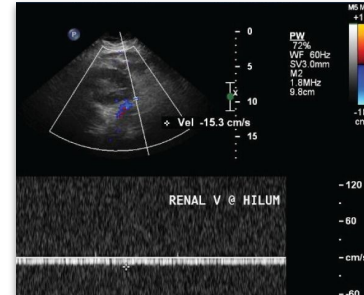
Ecografía Doppler del injerto renal con ausencia de flujo arterial y venoso, hallazgo compatible con trombosis arterial aguda del injerto. Adaptado de Fallahzadeh MK, Yataveli RK, Kumar A, Singh N. *Acute transplant renal artery thrombosis due to distal renal artery stenosis: A case report and review of the literature.* J Nephropathol. 2014;3(3):105-108. CC BY 4.0
